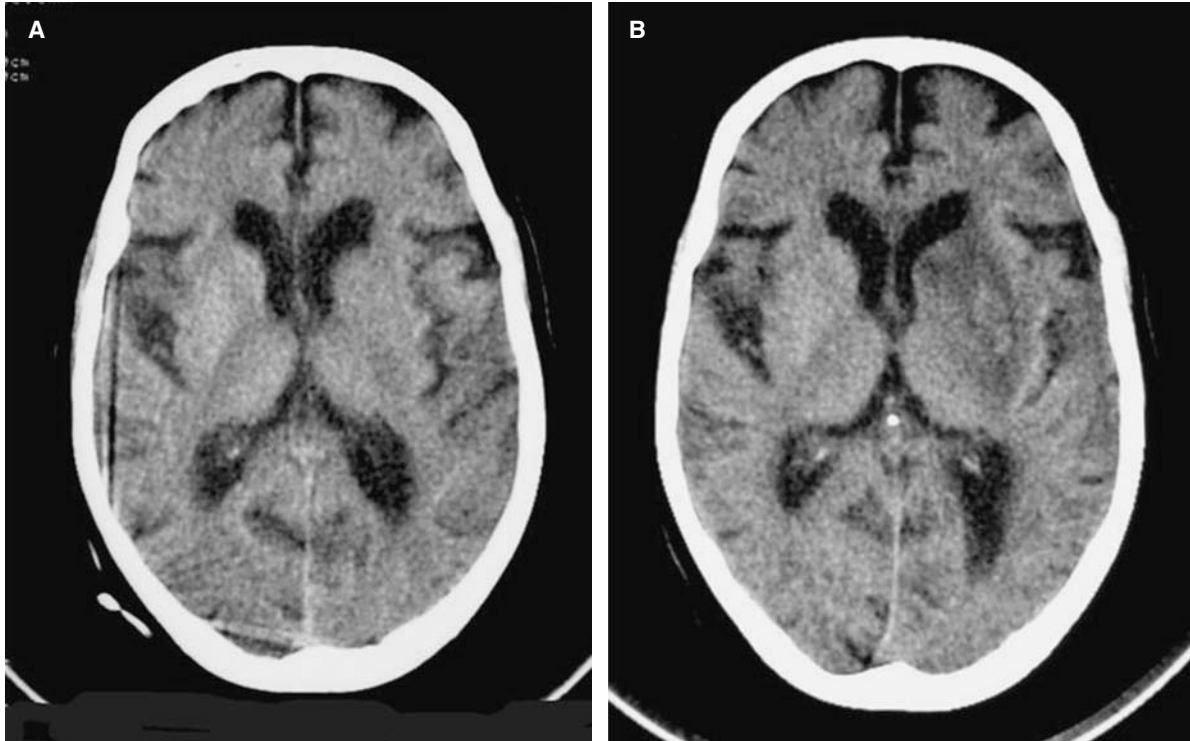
Tomografía computarizada en déficit hemisférico izquierdo de menos de 3 horas de evolución. A: se observa borramiento de los contornos del núcleo lenticular izquierdo que se confunde con las cápsulas interna y externa adyacentes. B: en el estudio de control se aprecia el infarto con mínimas áreas de hemorragia petequiral.
